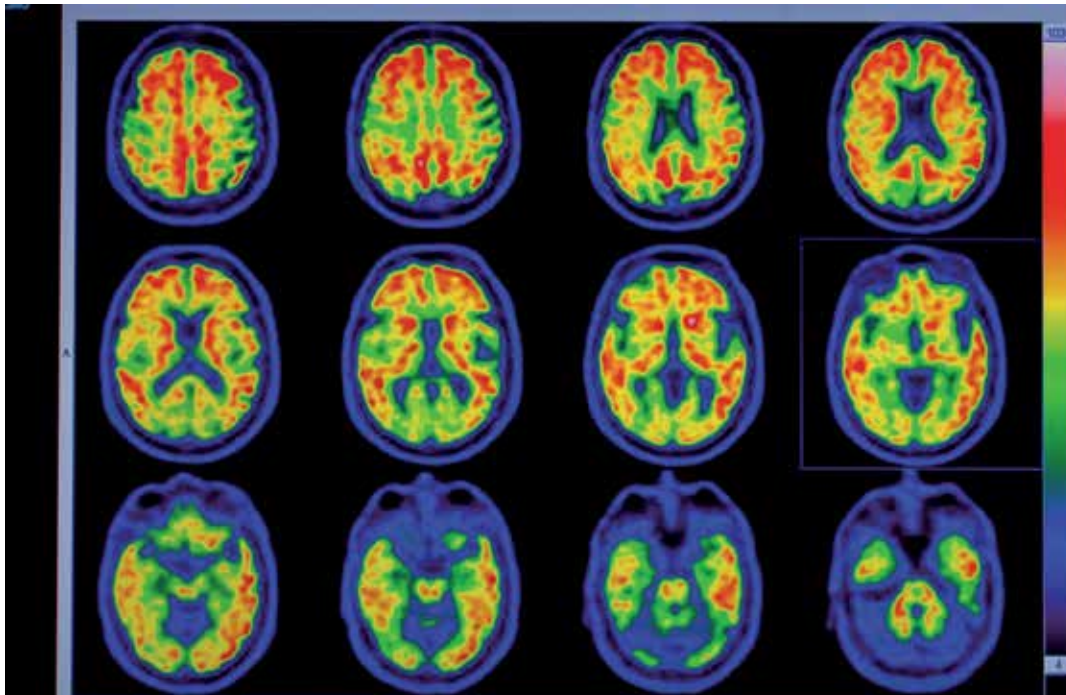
Imagen PET-Amiloide en la que se aprecia depósito de amiloide patológico, sugestivo, por tanto, de Enfermedad de Alzheimer.
